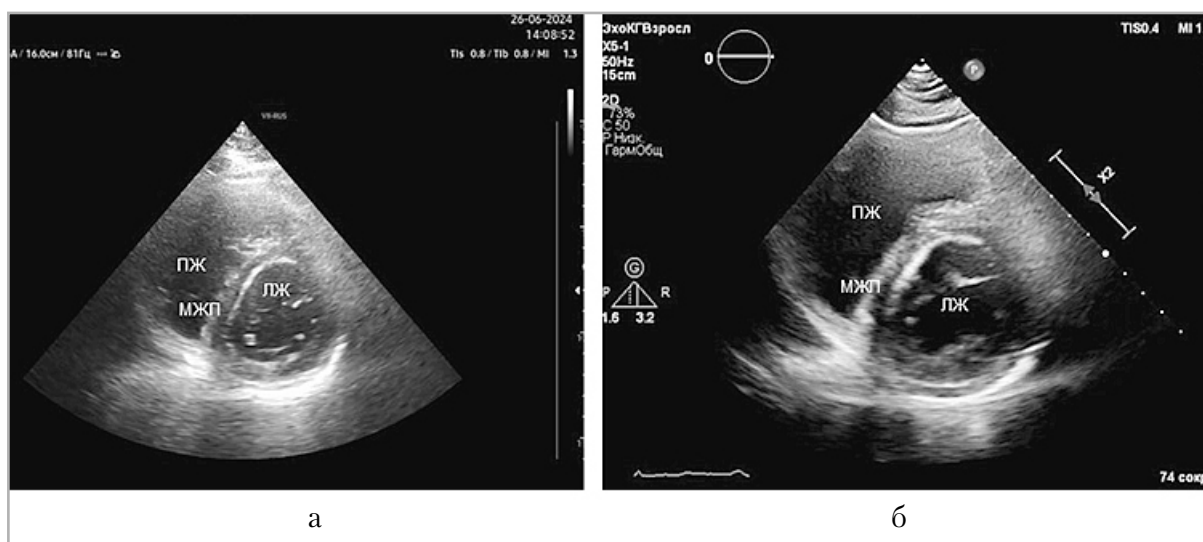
Трансторакальная эхокардиография в В-режиме. Парастеральная позиция, короткая ось левого желудочка на уровне митрального клапана на фоне проводимой ЛАГ-специфической терапии: *а* — 26.06.2024; *б* — 27.11.2024. Уплотнение межжелудочковой перегородки, индекс эксцентричности левого желудочка 1,2 в обоих исследованиях без динамики
